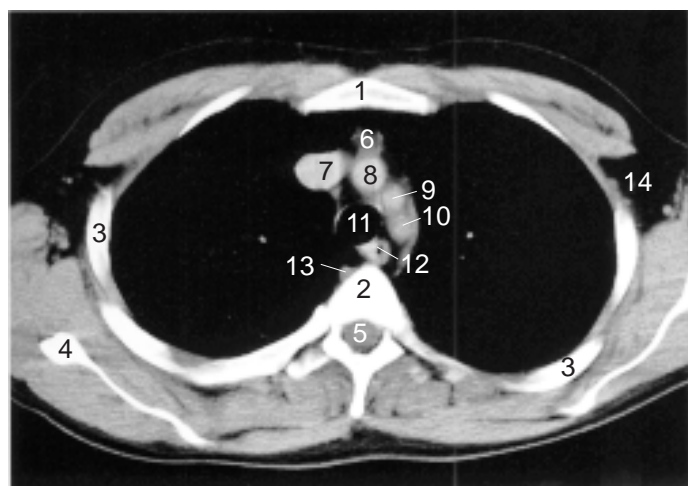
Extrait d'une TDM thoracique (niveau au-dessus de la crosse de l'aorte).
